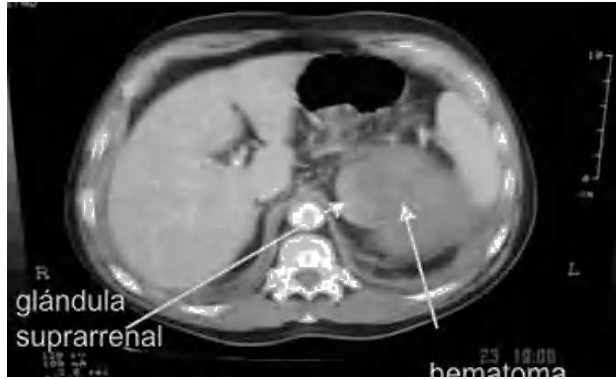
Tomografía abdominal: hematoma retroperitoneal izquierdo que desplaza anteriormente el bazo.
